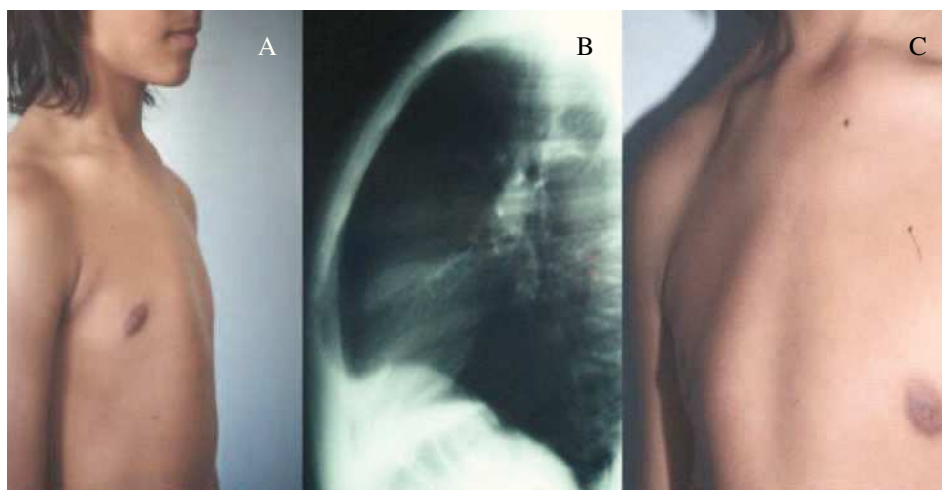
Paciente varón de 13 años de edad. Imágenes preoperatorias: oblicua derecha (A), radiografía preoperatoria (B) y oblicua izquierda (C).
